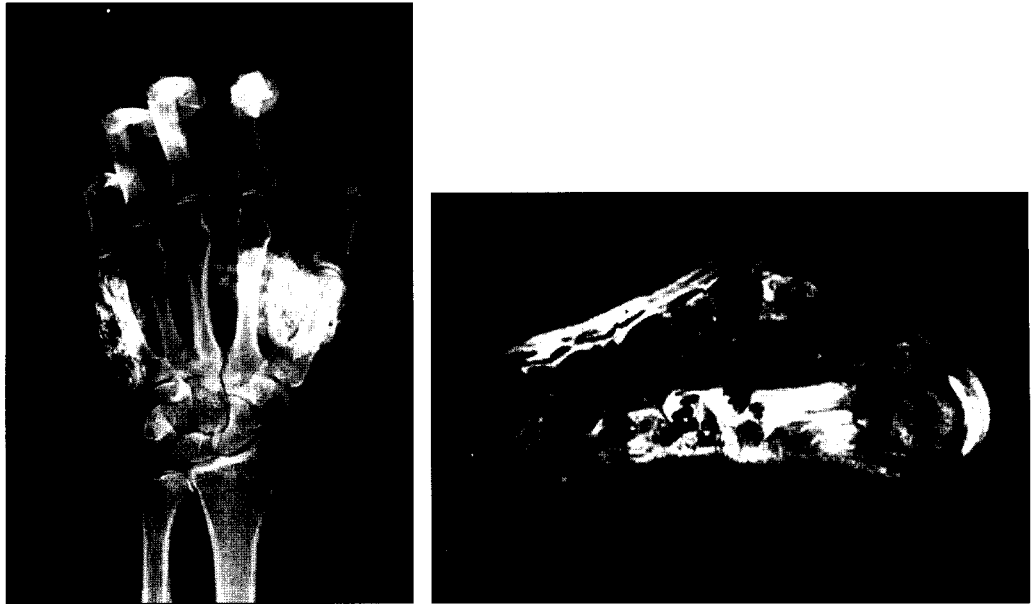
(Left) Anteroposterior view of the left hand showing two calcific masses. (Right) MRI scan demonstrating a $5 \times 3.5 \times 1.7$ cm lesion between the first and second metacarpal bones and a $5 \times 2.5 \times 1.5$ cm lesion in the hypothenar region with low signal intensity on both T1 and T2-weighted images.
